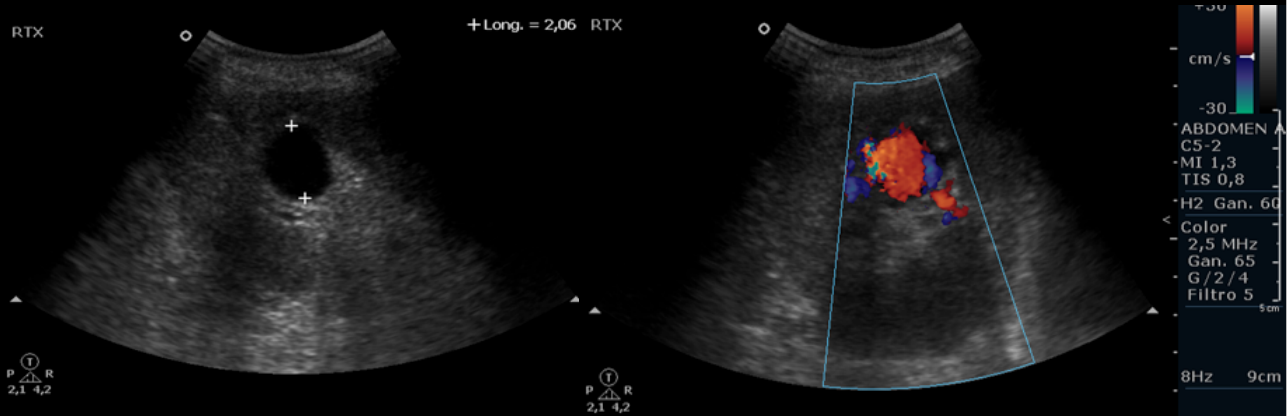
Ecografía-Doppler. En modo B se identifica una imagen redondeada, anecogénica, en región interpolar que muestra vascularización interna en modo Doppler color, con presencia del signo del yin-yang, compatible con pseudoaneurisma que parece depender de una arteria segmentaria del injerto renal.
